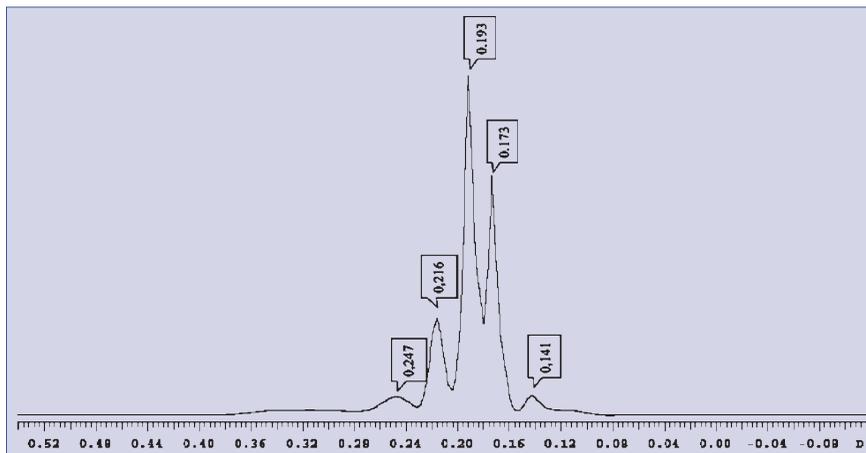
Коэффициенты самодиффузий ( $D$ ) различных молекулярных фракций стандартном образце пуллулана P-200
